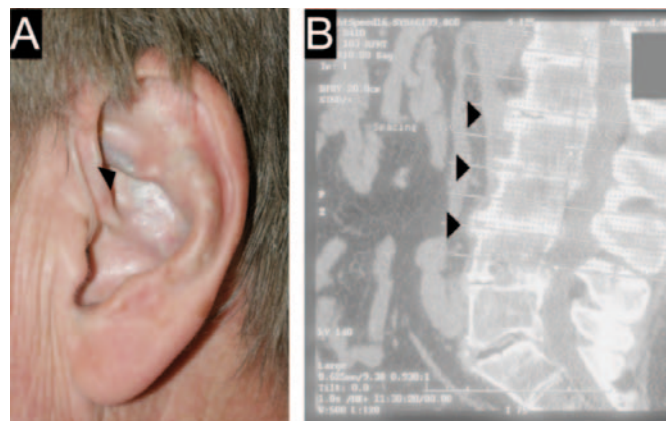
a) Bläuliche Verfärbungen an der rechten Ohrmuschel (Pfeile). b) Sagittale Übersichtsaufnahme einer CT-Studie: Spondylphyten und eine Verengung des Intervertebralraums sind in allen Segmenten ausgeprägt (Pfeile).
